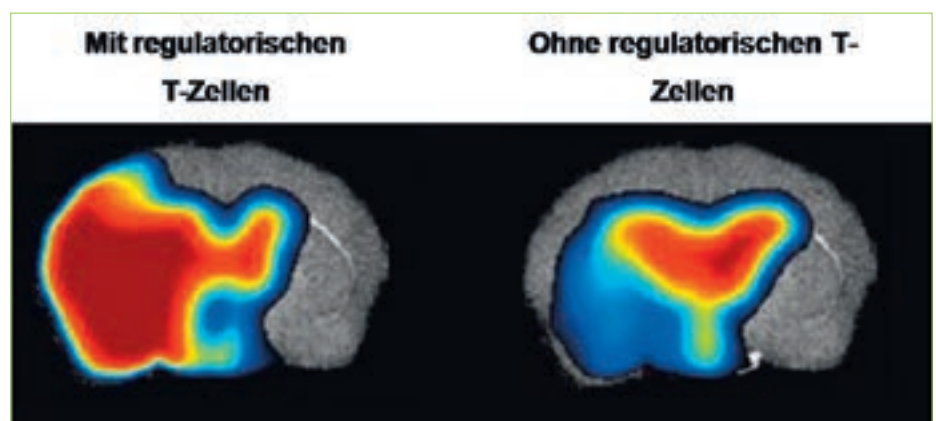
MRT-Aufnahmen nach einem Schlaganfall. Links: Hirninfarkt unter Anwesenheit von regulatorischen T-Zellen. Rechts: Hirninfarkt ohne regulatorische T-Zellen. Der farbliche Bereich markiert den Hirninfarkt (Schlaganfall). Ohne regulatorische T-Zellen sind Hirninfarkte wesentlich kleiner als mit regulatorischen T-Zellen. Aus Kleinschnitz/Wiendl, Blood 2012.
